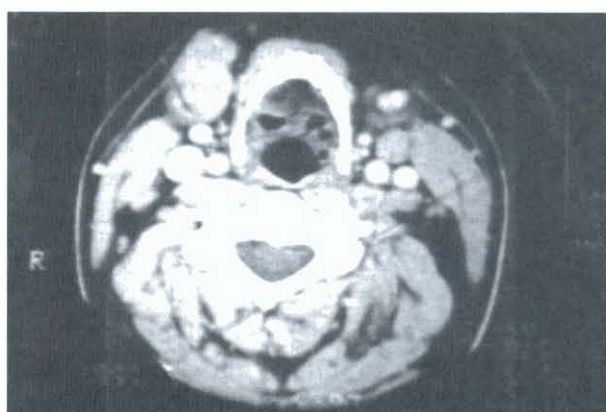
TAC da região superior do pescoço
